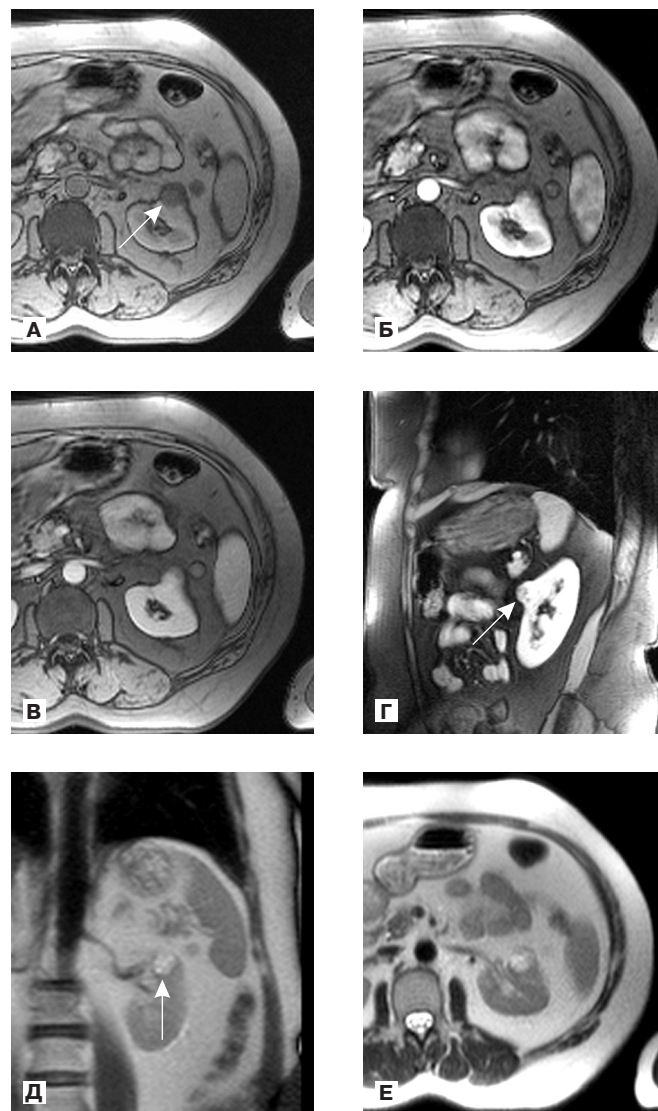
МРТ больной Б., 59 лет (и/б №04/19332), с диагнозом «рак левой почки».
